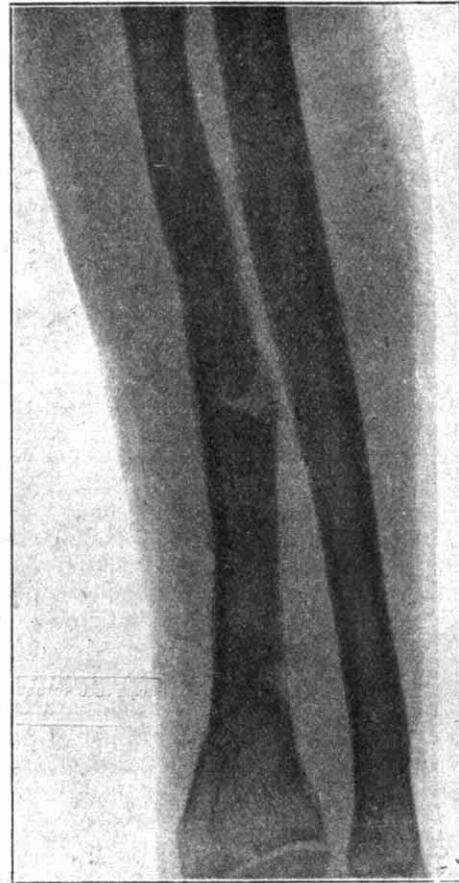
^a—El mismo caso de la figura anterior, operado en 13 de octubre por injerto óseo lateral, por incrustación o taracco. Hueso sólido y regular, callo en vías de neoformación ósea, al mes y medio, en que fué tomada esta radiografía.
